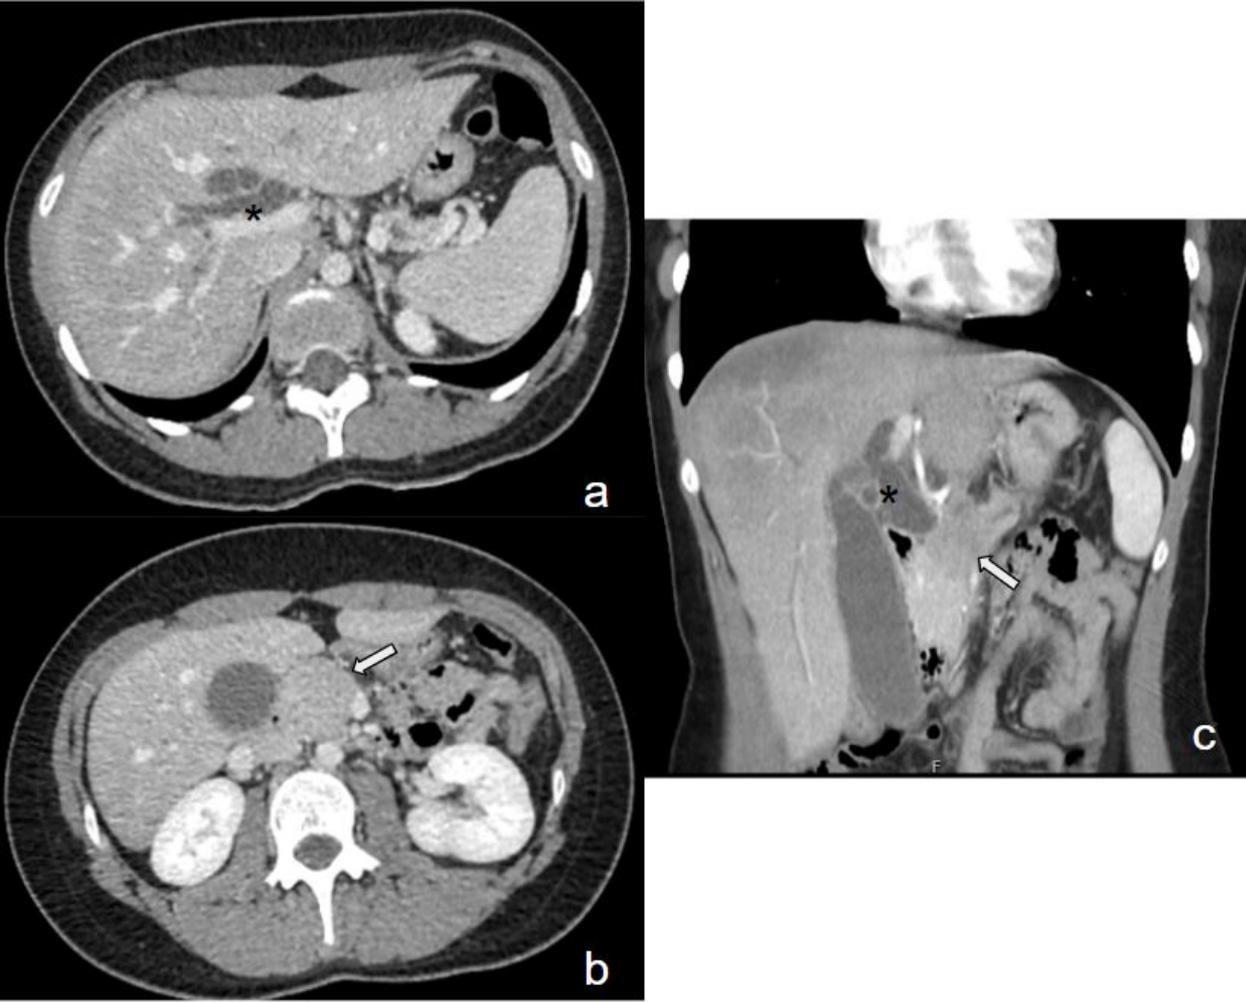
A y b) TC Axial con contraste endovenoso fase venosa. C) TC coronal con contraste endovenoso fase venosa.
